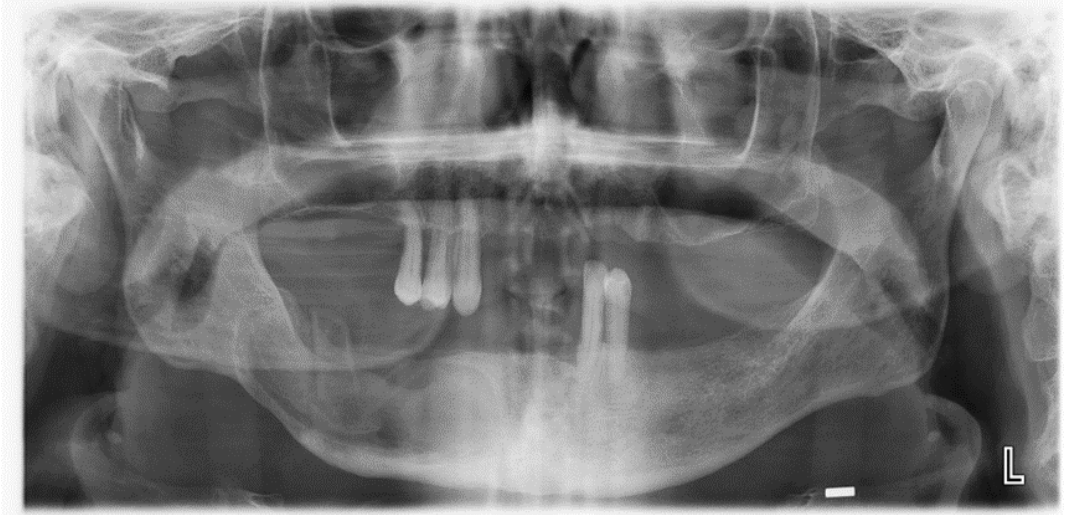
Enükleasyon ve küretaj öncesi dekompresyon tüpü bulunan son radyografide lezyon tarafından migrasyona uğramış olan dişin erüpsiyona başladığı görülmektedir.
